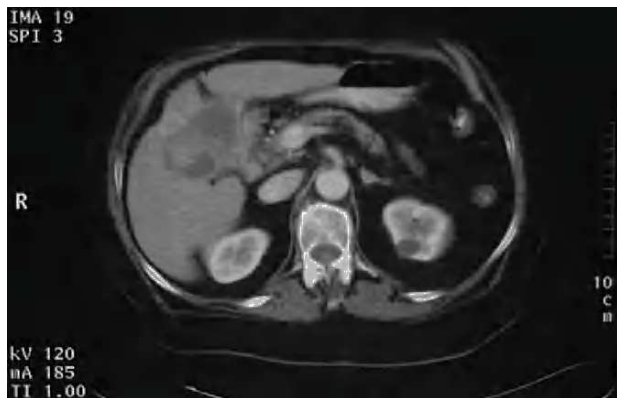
Tomografía computarizada. Invasión hepática.
